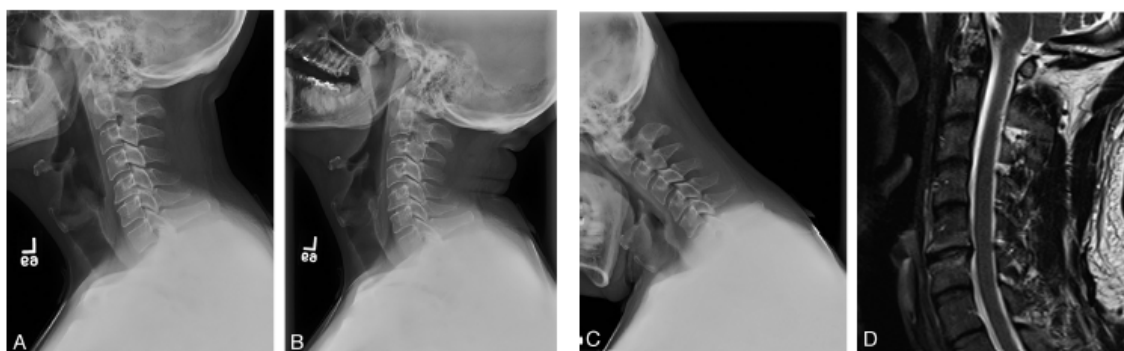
Candidato ideal para TDA. (A) Radiografia lateral demonstrando artropatia facetaria e DDD. Extensão (B) e flexão (C) demonstrando movimento normal do segmento a nível index e ao longo da coluna cervical. (D) Demonstração de DDD em primeiro nível, preservação relativa da altura discal, e protuberância posterior no disco sem formação de esporos ósseos.
